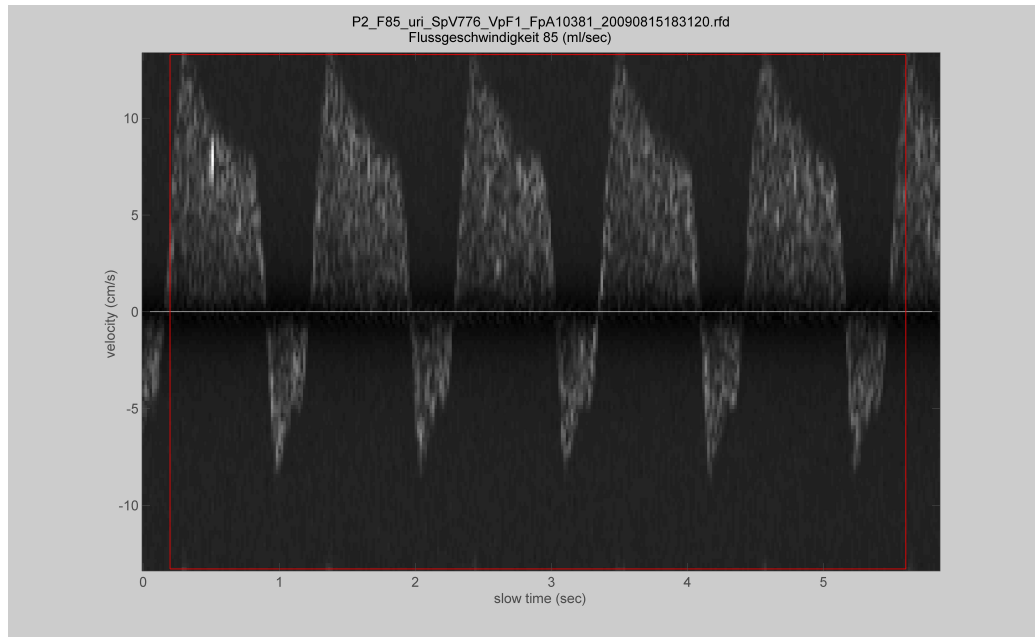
Grauwertkodierte Dopplerspektrum mit starkem Intensitätsecho einer Luftblase (helle Pixel am linken Rand).
